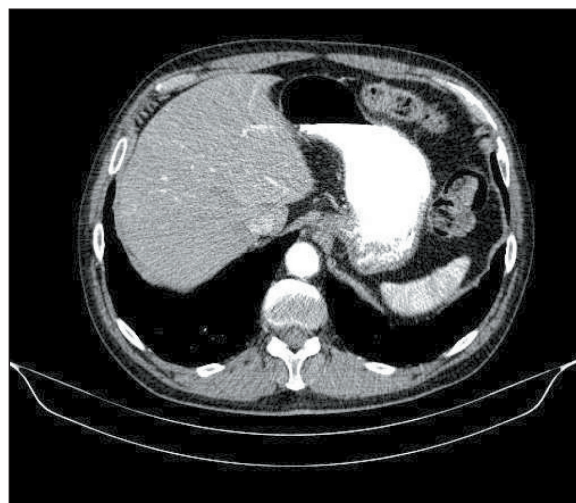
Больной Г., 69 лет. Диагноз: Рак антрального отдела желудка. СКТ органов брюшной полости после завершения неoadъювантной химиотаргетной терапии. В антральном отделе желудка опухоль не определяется.
